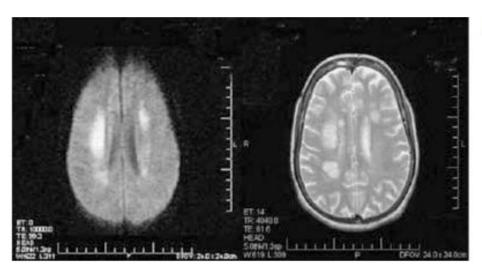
1 Malaria cerebral: Imágenes por resonancia magnética ponderadas en difusión y en T1 que muestran múltiples Infartos en la sustancia blanca circunventricular y en el centro semioval.
